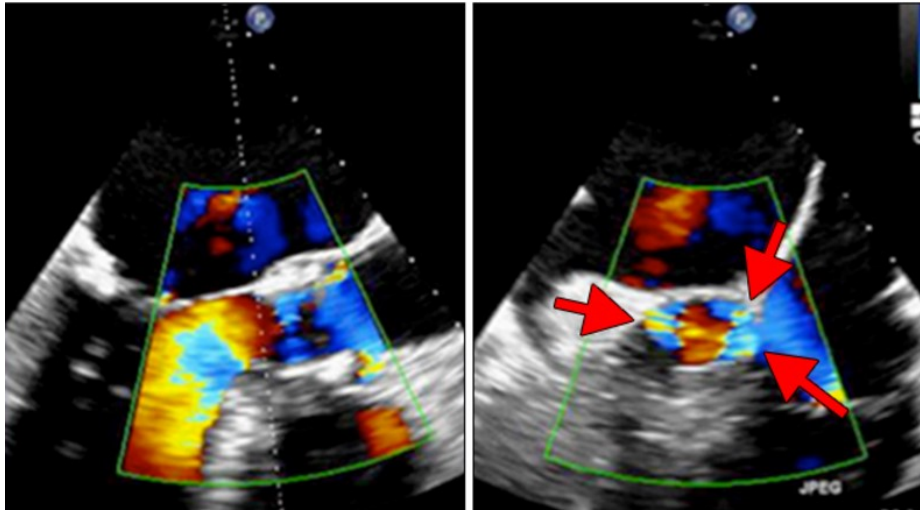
Ecocardiograma transesofágico que muestra regurgitación paravalvular posterior a TAVI.
